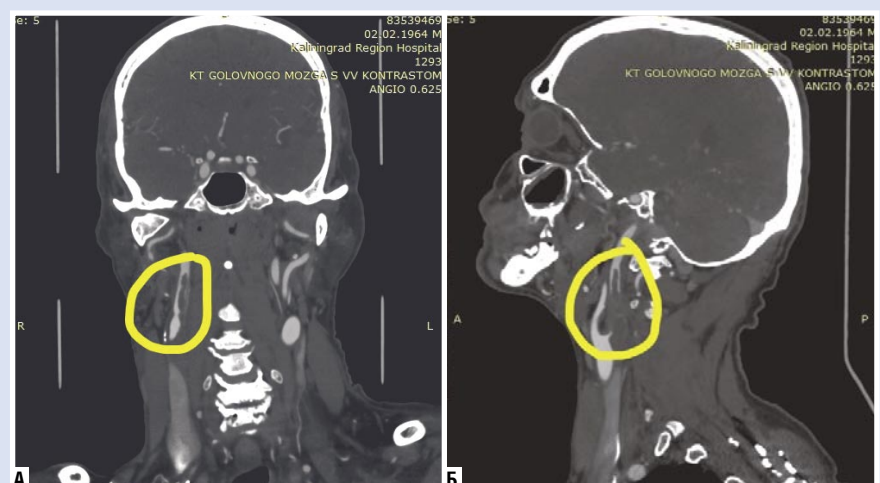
Неокклюзирующий тромбоз в фронтальной (а) и сагитальной (б) проекциях при анализе КТ-ангиографии брахиоцефальных артерий.
